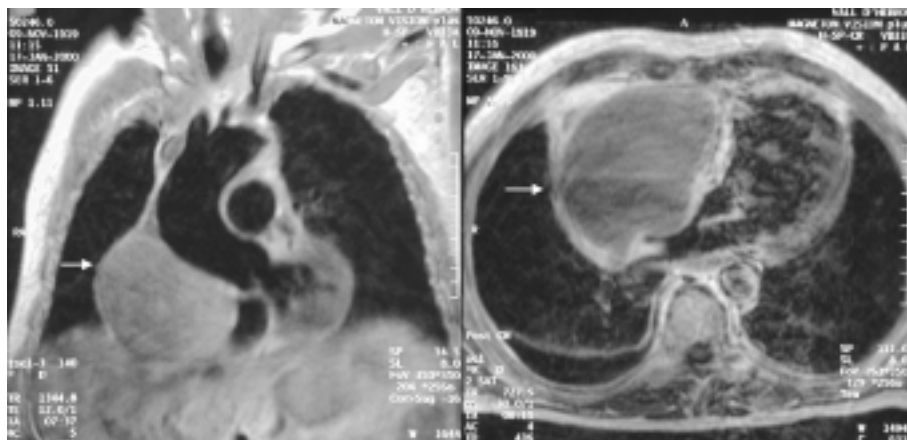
Resonancia magnética (RM) de un paciente que presentaba un cuadro de hipertensión venosa sistémica con deformidad del borde cardíaco derecho en la radiografía de tórax. Se aprecia una colección (flechas) de alta densidad adyacente al borde cardíaco derecho que comprime y desplaza el corazón hacia la izquierda. Se practicó punción de ésta, y se demostró que se trataba de un mesotelioma de pericardio, que ya se había diagnosticado en el ecocardiograma transtorácico.
